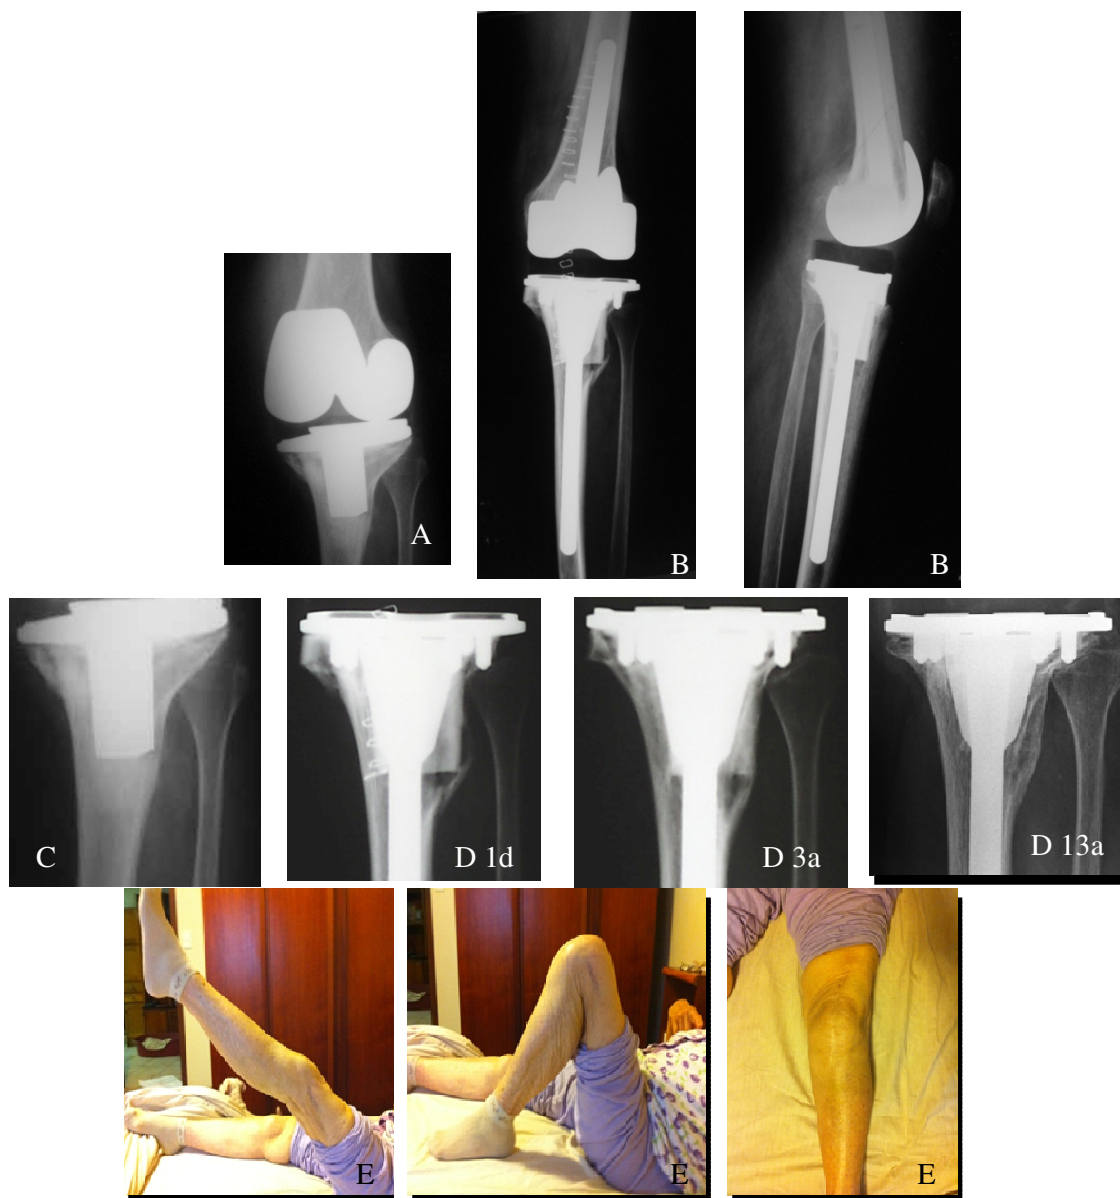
INCORPORAÇÃO E REMODELAMENTO DE ENXERTO ÓSSEO ESTRUTURAL. A) RADIOGRAFIA PRÉ-OPERATÓRIA DO DEFEITO ÓSSEO TIBIAL ASSOCIADO COM SOLTURA DA PRÓTESE; B) RADIOGRAFIA DE CONTROLE PÓS-OPERATÓRIA MOSTRANDO O TRANSPLANTE ÓSSEO ALOGÊNICO NA TÍBIA PROXIMAL; C) IMAGEM EM DETALHE DO DEFEITO ÓSSEO NA TÍBIA PROXIMAL; D) EXAMES RADIOGRÁFICOS SEQUENCIAIS: 1 DIA, 3 ANOS E 13 ANOS, MOSTRANDO A INCORPORAÇÃO E REMODELAMENTO DO TECIDO ÓSSEO TRANSPLANTADO; E) ASPECTO CLÍNICO DO JOELHO DA PACIENTE NA ÚLTIMA AVALIAÇÃO
